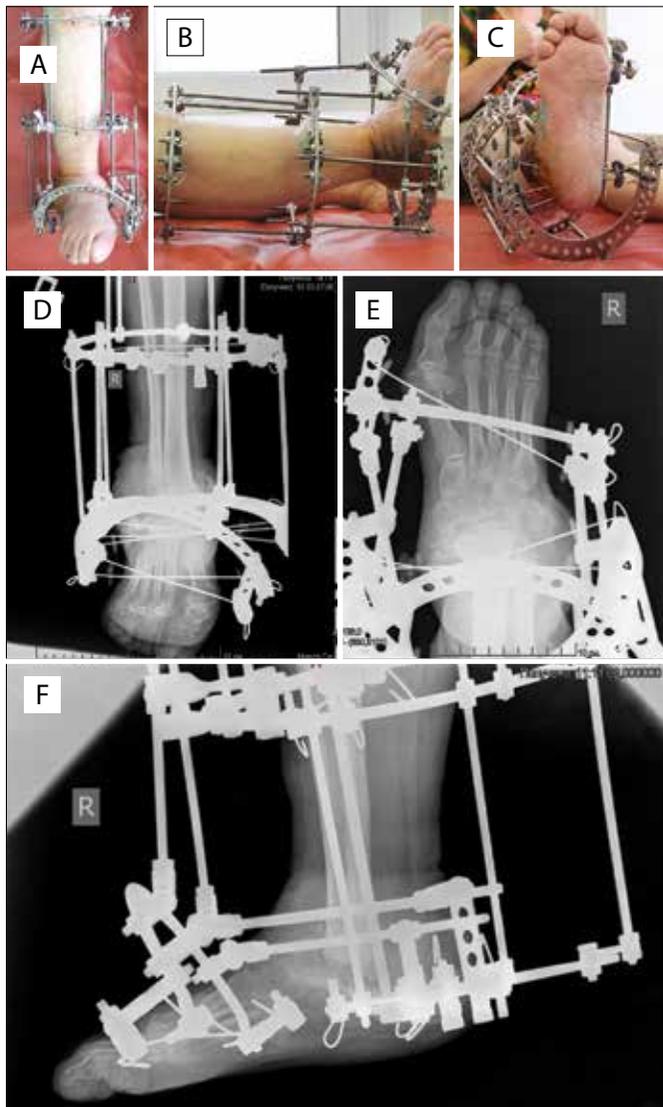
Пациентка Р., 55 лет: А, В, С – внешний вид правой нижней конечности после операции; D, E, F – рентгенографии правой нижней конечности после операции
